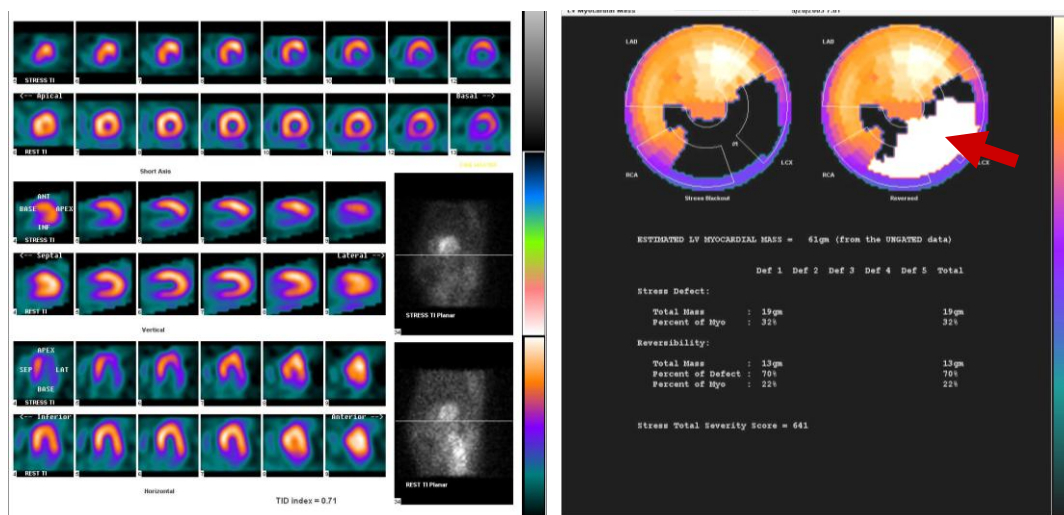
SPECT perfuzijska scintigrafija miokarda učinjena pomoću Tl-201.
